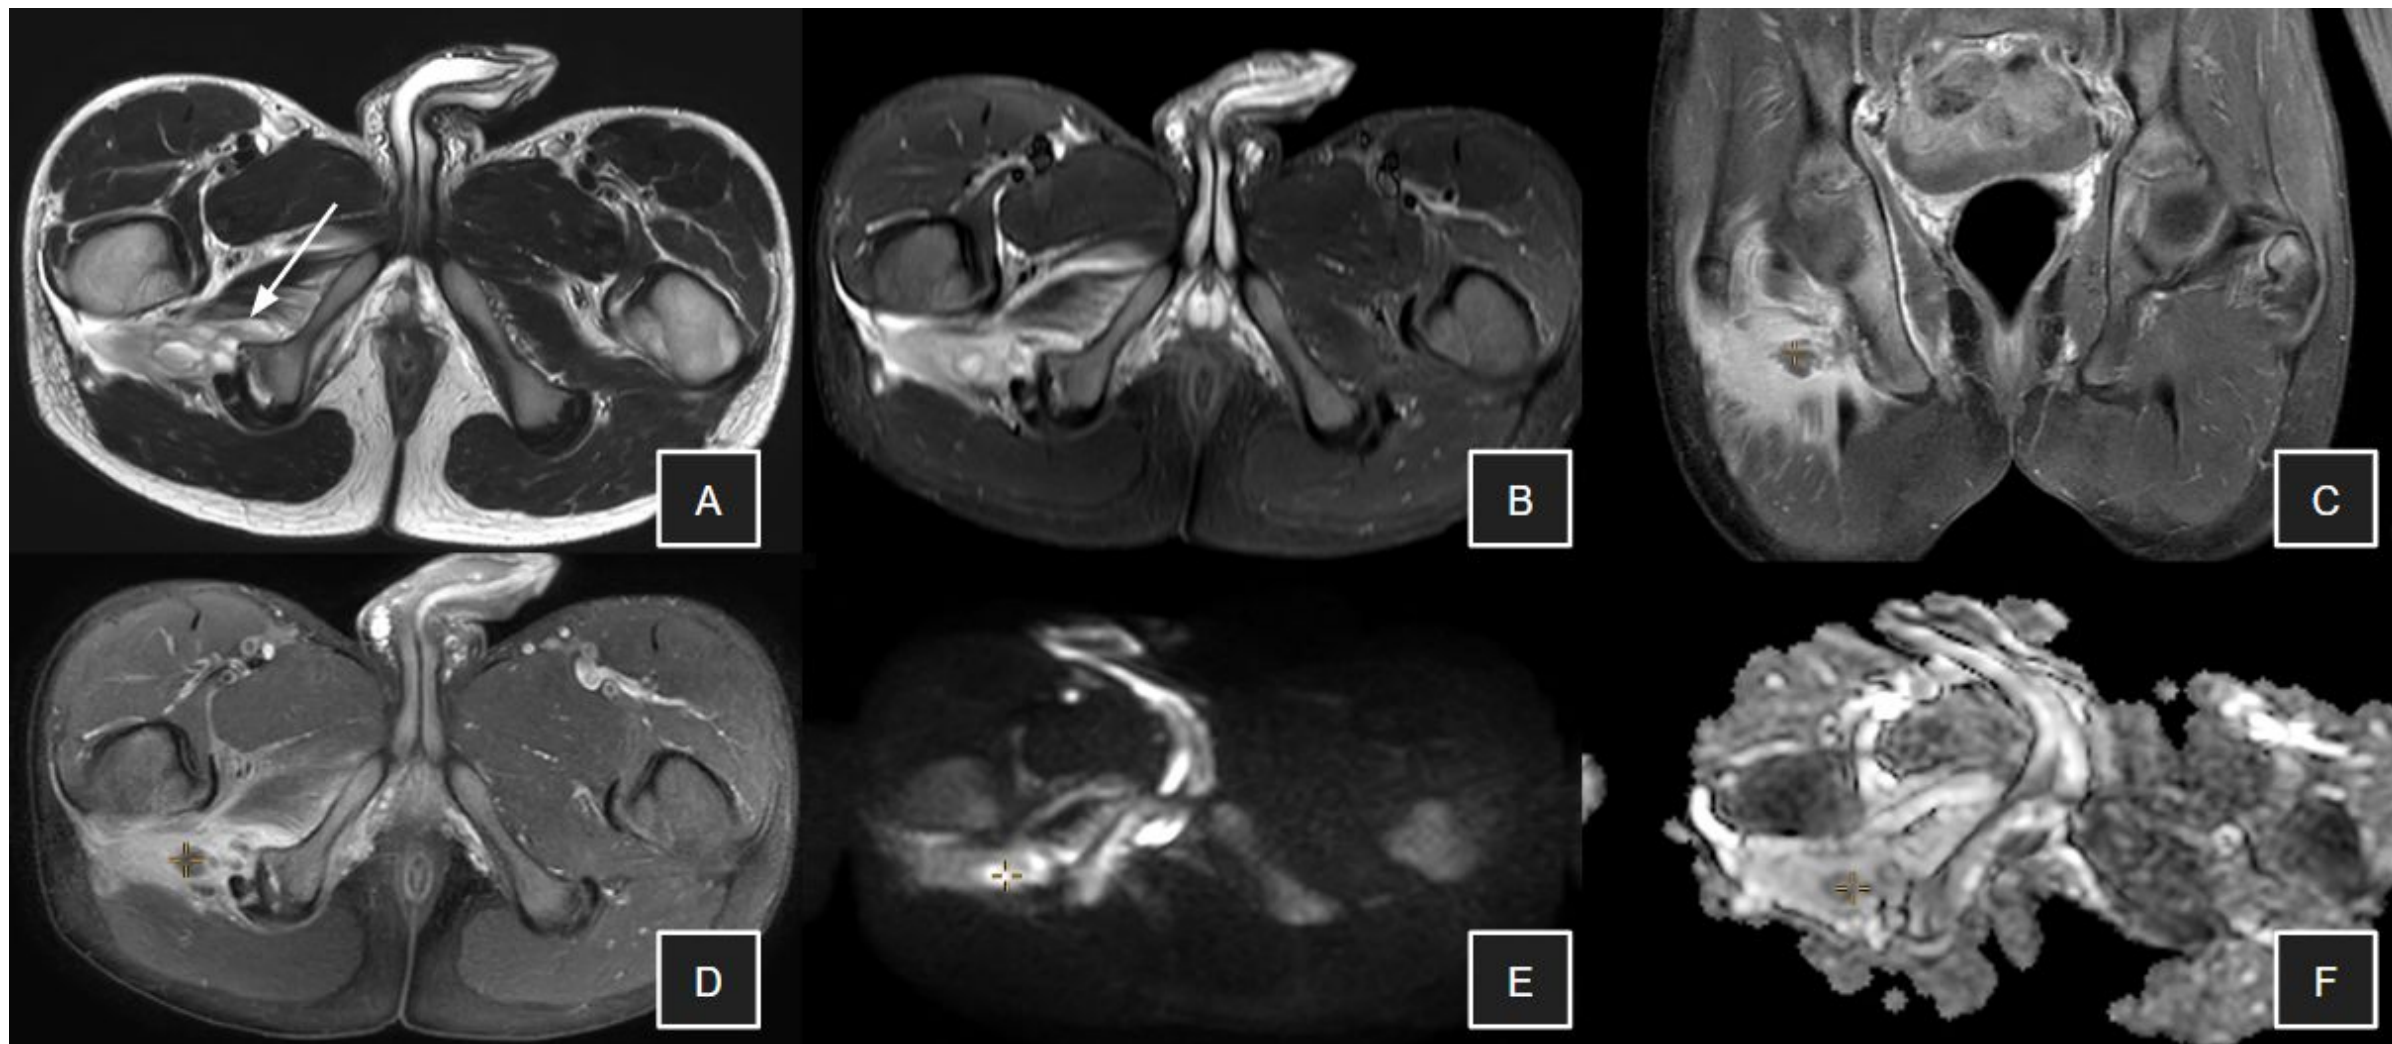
Niño de 13 años que acude a urgencias por fiebre de 3 días de evolución asociada a dolor glúteo derecho irradiado a la cara posterior de la pierna y región inguinal derecha. La RM muestra osteomielitis del isquion derecho con extensión al fondo acetabular posterior, asociada a importante componente de partes blandas y miositis del músculo cuadrado femoral, obturador externo posterior y obturador interno inferior. Se identifican pequeñas colecciones intramusculares en el cuadrado femoral, sugestivas de microabscesos con restricción a la difusión (flecha en A; cruz naranja en C, D, E y F). A: T2-FSE axial; B: STIR axial; C: DIXON OP coronal tras gadolinio; D: DIXON OP axial tras gadolinio; E: DWI; F: mapa ADC.
